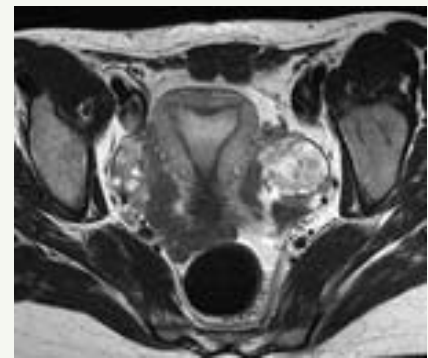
US en RM<sup>16</sup>
